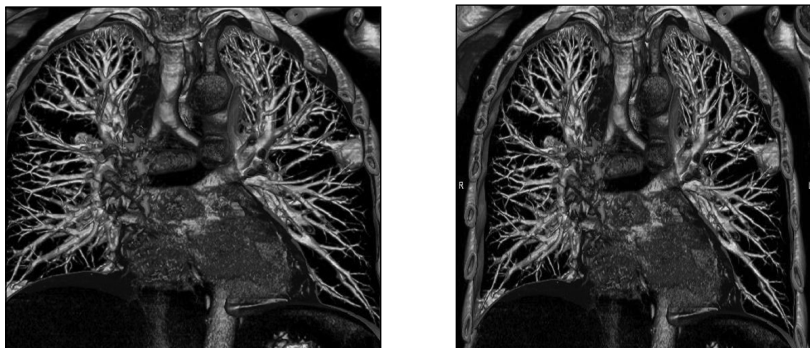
Компьютерная томография грудной клетки. Фронтальная реконструкция легочного рисунка: а - формат TIF;объем 1,07МБ; б - формат JPEG; объем 60,3 КБ. Потребительские качества изображения практически одинаковые
